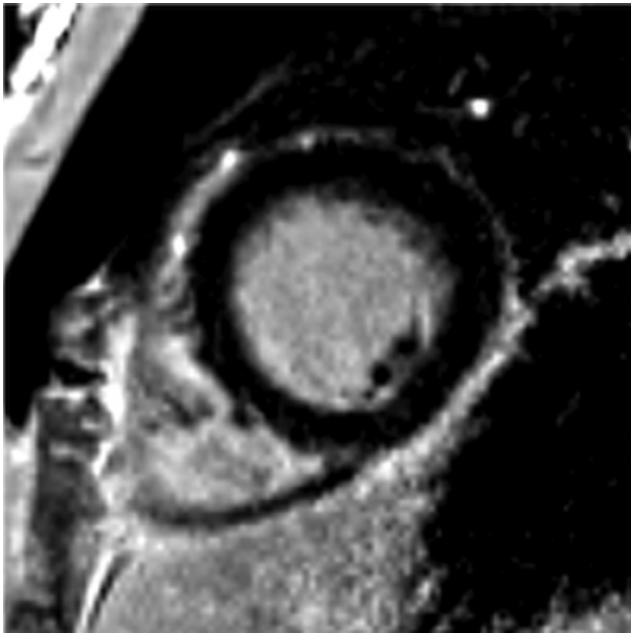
Late Gadolinium Enhancement Cardiac MRI. Short-axis late gadolinium-enhanced image in a healthy volunteer demonstrates normal nulling of the myocardium, which appears black.
